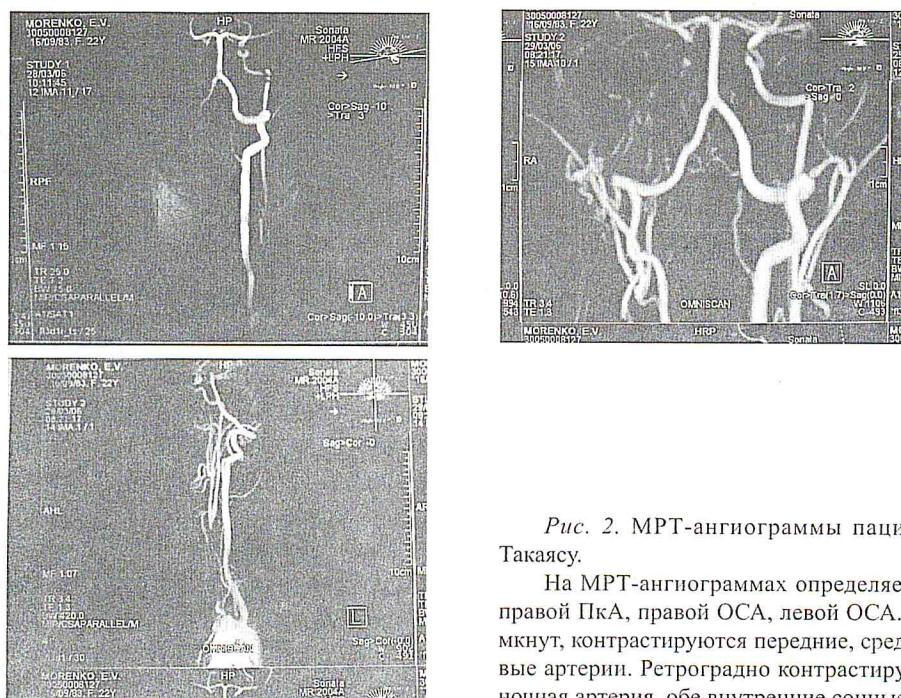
МРТ-ангиограммы пациента с синдромом Такаясу.
